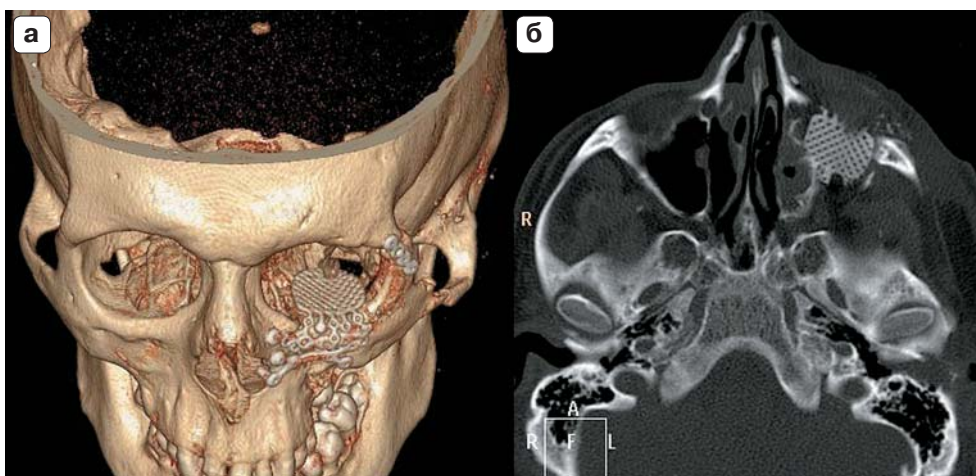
Титановая пластина Martin для пластики нижней стенки орбиты, КТ-изображения. а – 3D-реконструкция; б – аксиальный срез.
